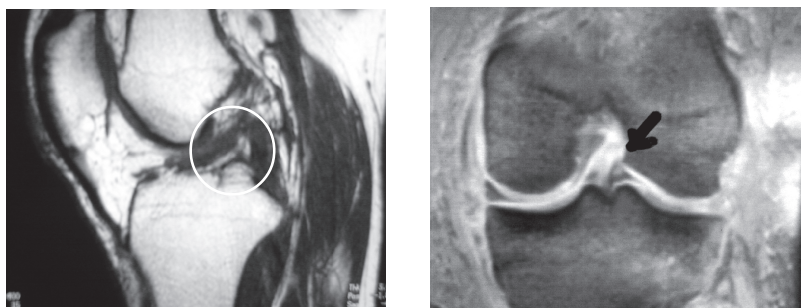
RMN que mostra rotura do LCA.
